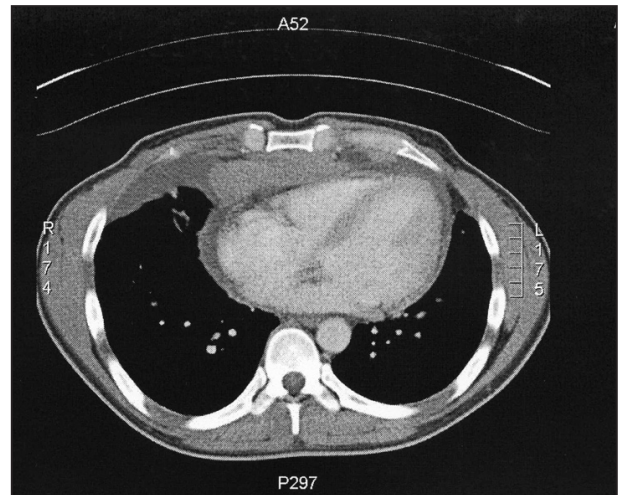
TDM de repérage pour ponction (+ contraste).
